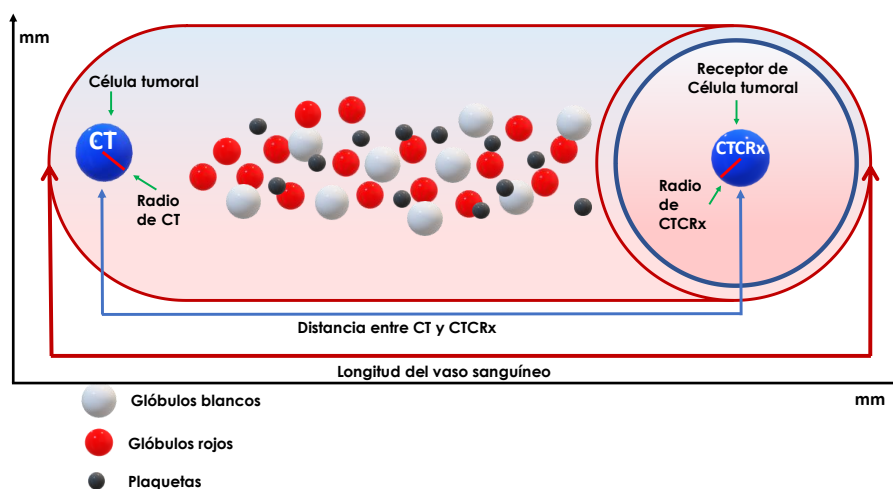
Sistema de CM para representar el escenario dos: detección de CT en vasos sanguíneos.
